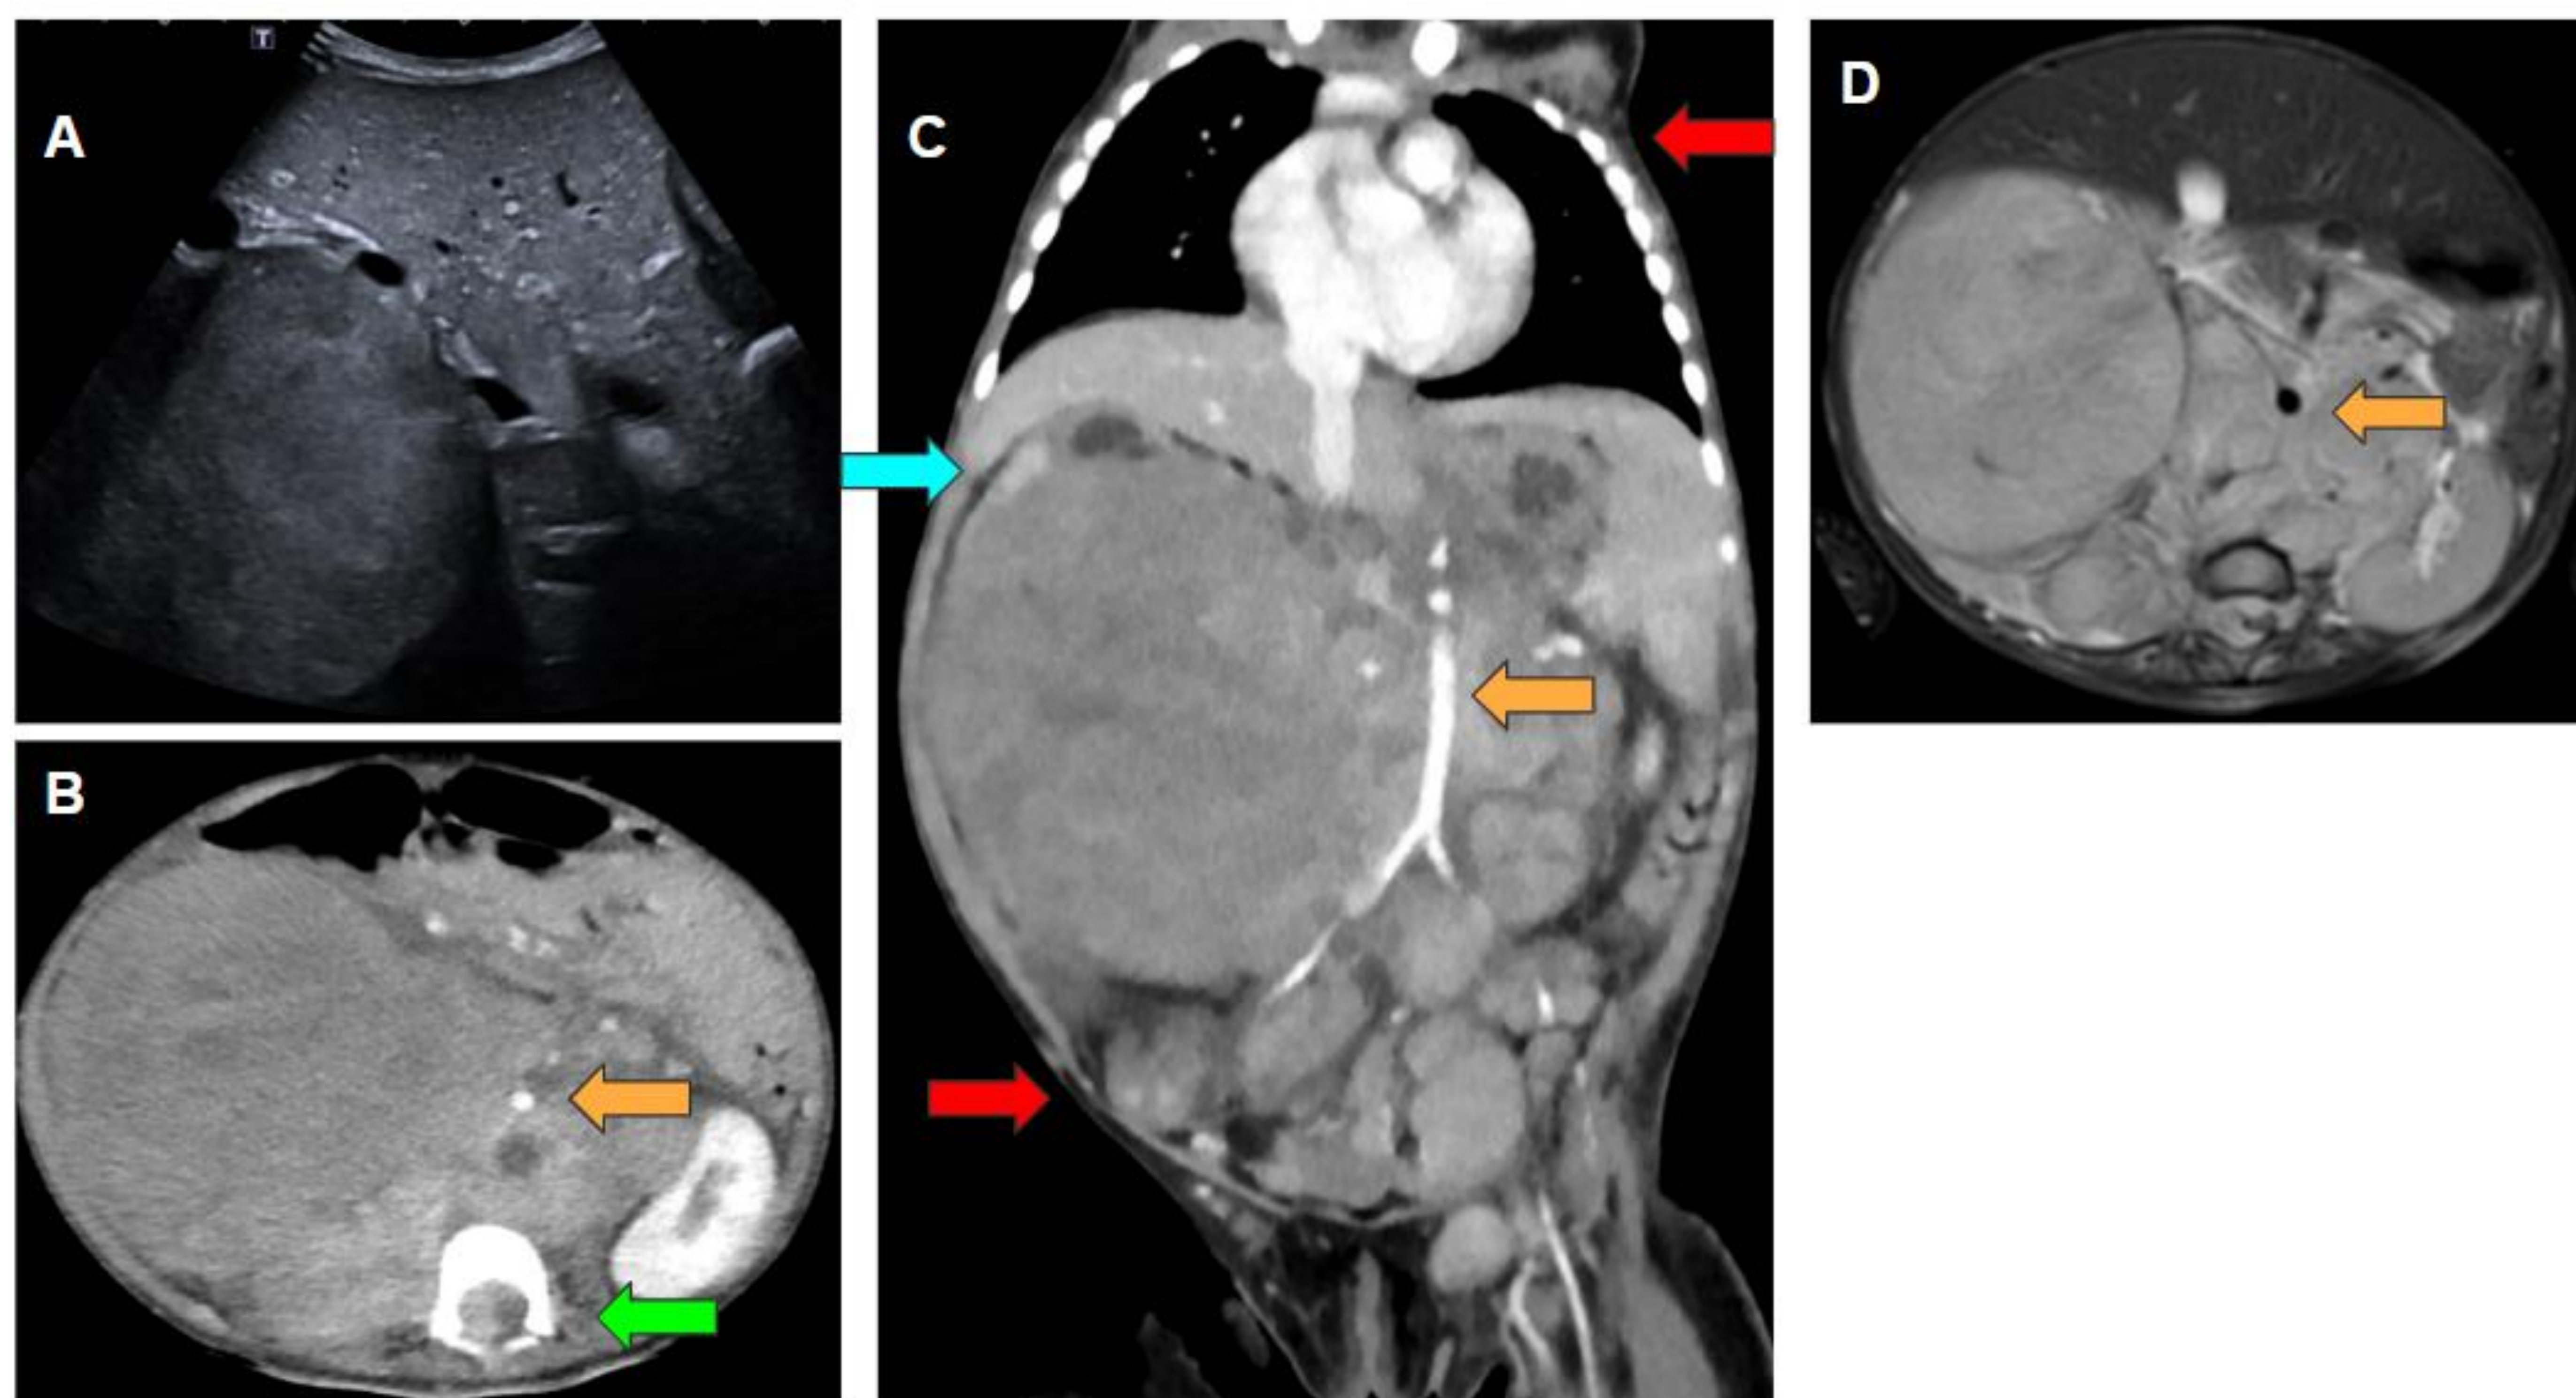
Ecografía (A), TC con CIV (B y C) y RM abdominal T2 F/S (D) muestran una voluminosa masa sólida retroperitoneal paravertebral derecha polilobulada y heterogénea que cruza la línea media. La lesión invade el riñón derecho provocando el borramiento de su tercio medio e inferior y dilatación del sistema excretor del tercio superior (flecha azul). Desplaza hacia anterior los órganos abdominales engloba los vasos (flechas naranjas). Infiltra el canal raquídeo por los agujeros de conjunción D12-L1 y L1-L2 derechos desplazando la médula espinal (flecha verde). Múltiples conglomerados adenopáticos abdominopélvicos, inguinales y supraclavicular (flechas rojas). Es un neuroblastoma estadio M.
